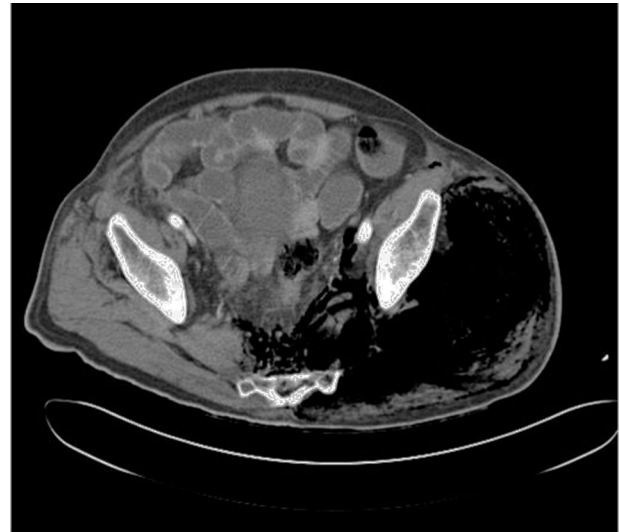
TC pélvico. Enfisema subcutáneo.
